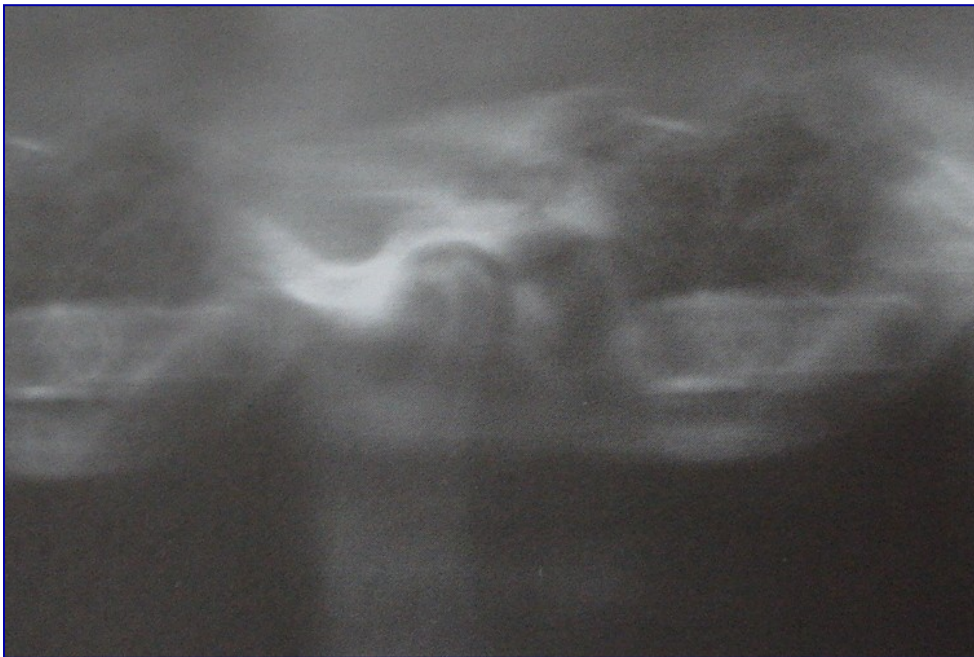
radiografia di riassorbimento condilare totale (PCR)
